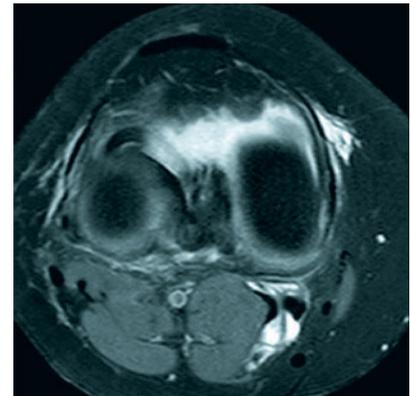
Axiale Kernspintomografie des Kniegelenks in Höhe der Femurkondylen: Nachweis mehrkompartimenteller, intra- und extraartikulärer Flüssigkeit ohne Weichteil- und Knochenödem. Keine purulente Gelenkinfektion bei klinisch auffälliger Schwellung und Rötung
